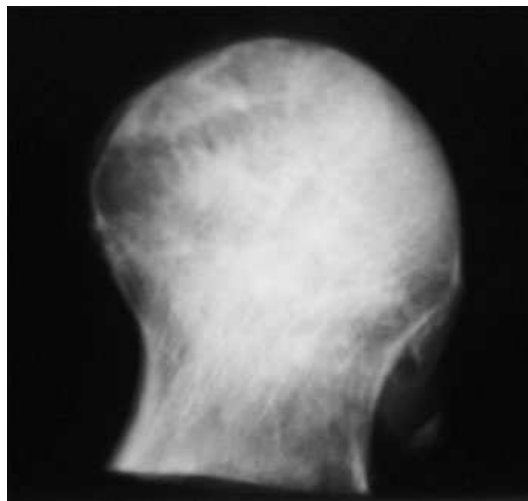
Röntgenbild Hüftkopf seitlich
